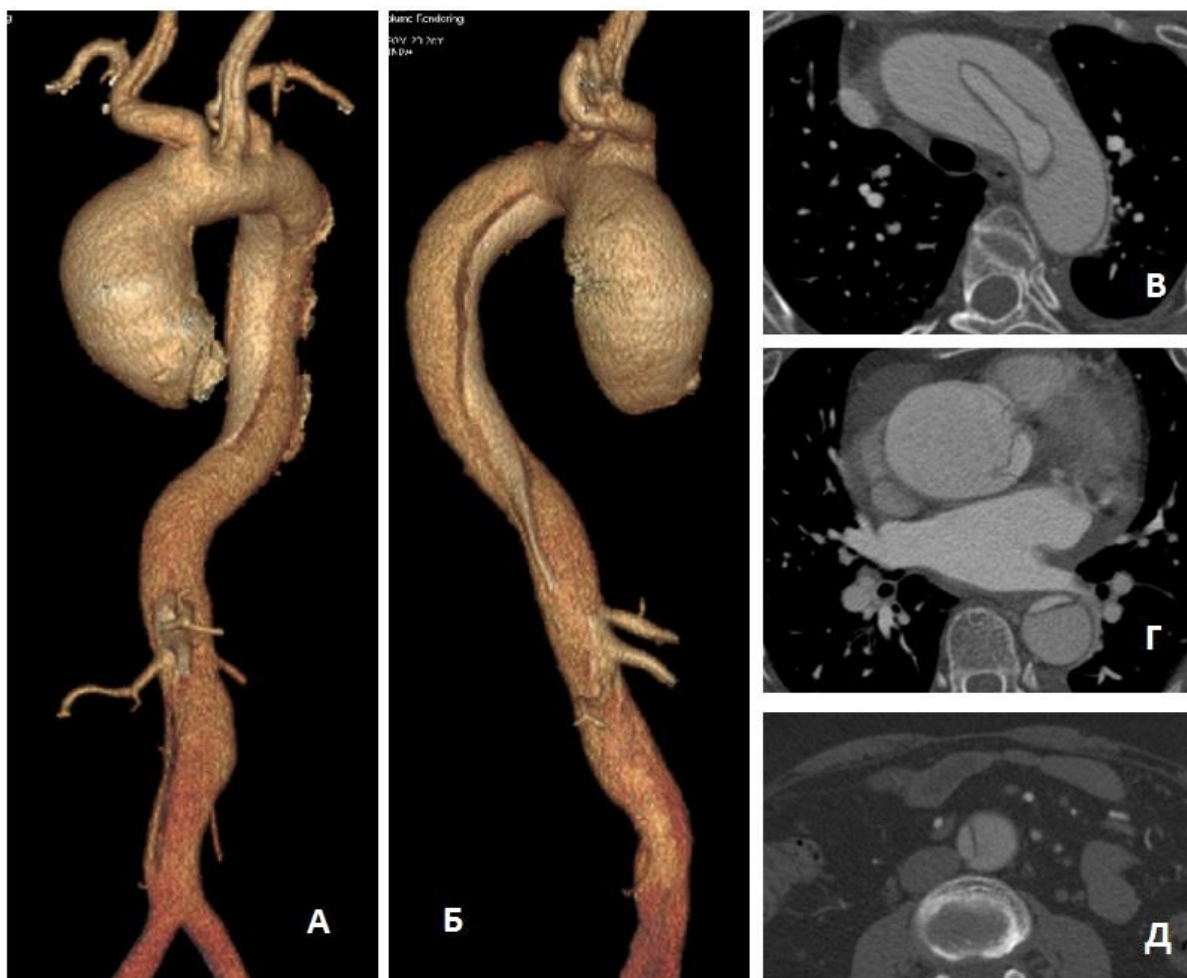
Дооперационная МСКТ-аортография пациентки М. Расслоение аорты тип А: А – трехмерная реконструкция аорты (передняя проекция); Б – трехмерная реконструкция аорты (задняя проекция); В – аксиальный срез на уровне дуги аорты; Г – аксиальный срез на уровне левого предсердия. Компрессия истинного канала в области корня и нисходящего отдела аорты; Д – аксиальный срез на уровне брюшной аорты
